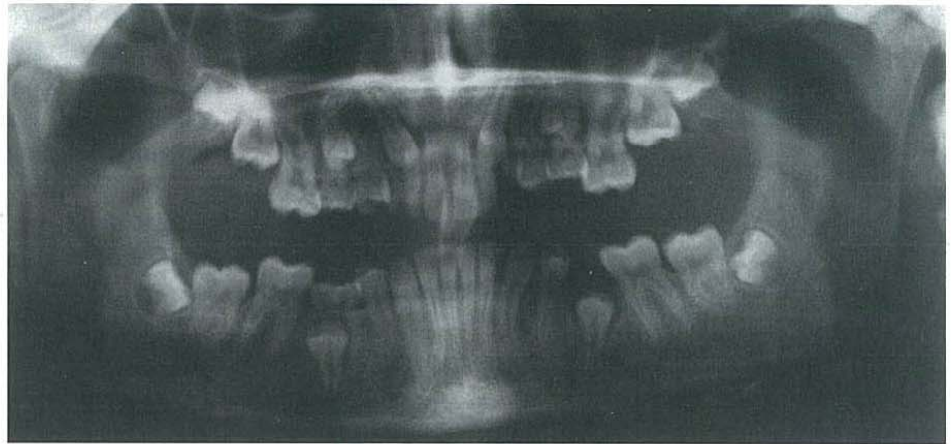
Ortopantomografía inicial (05/1996).
